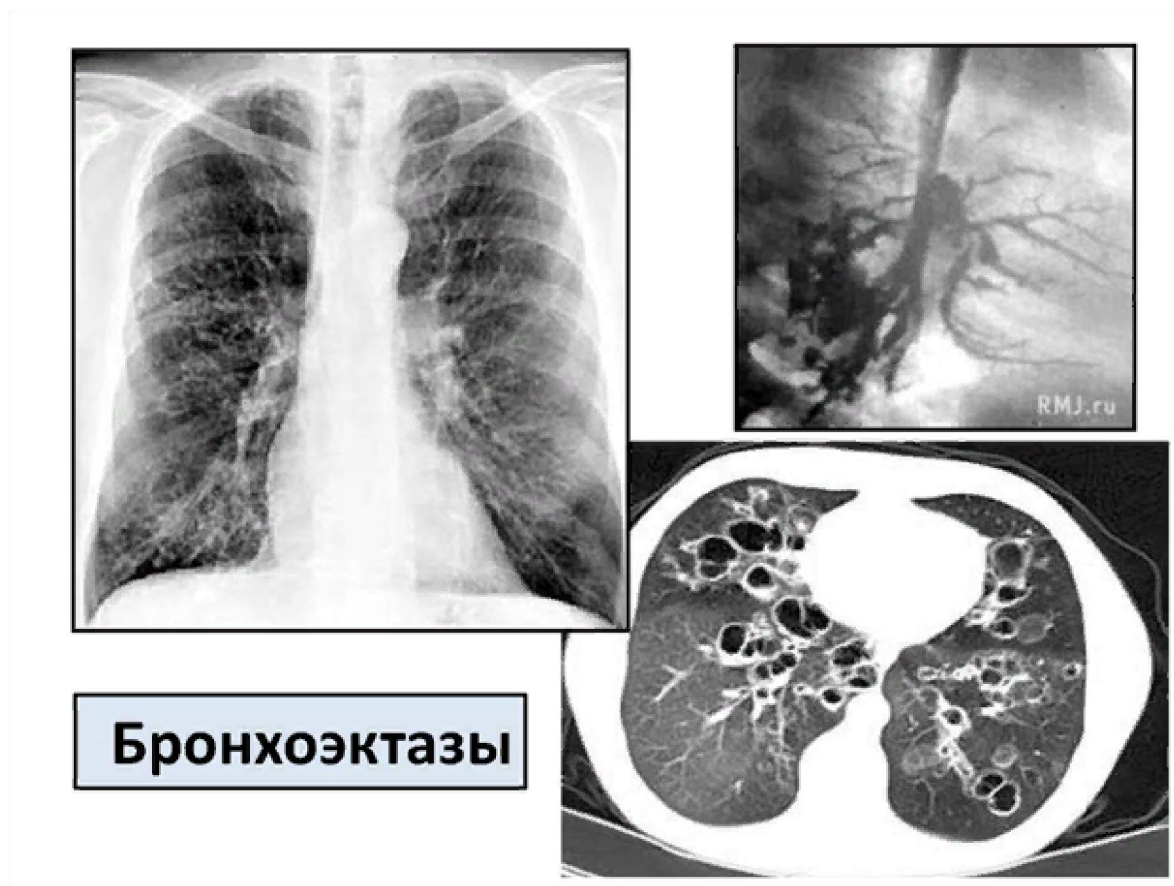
Визуализация бронхоэктазов на рентгенограмме в прямой проекции при бронхографии и на КТ
